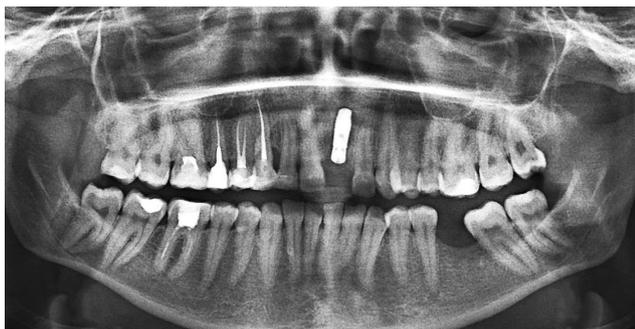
Ортопантомограмма больной Г. через 5 месяцев после операции.
